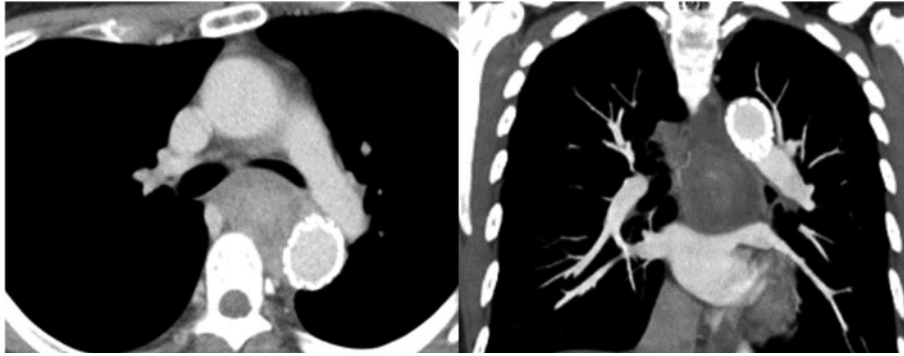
当科紹介時の胸部造影CT. 縦隔に腫瘤を認め、左主気管支や食道を圧排していた。
